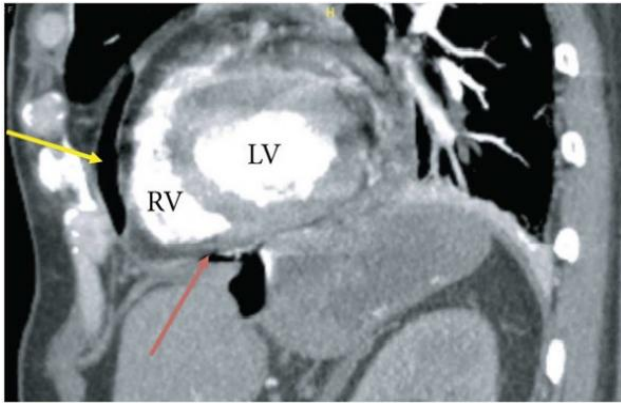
Сагітальний вигляд КТ грудної клітки. Жовта стрілка показує пневмоперикард.
